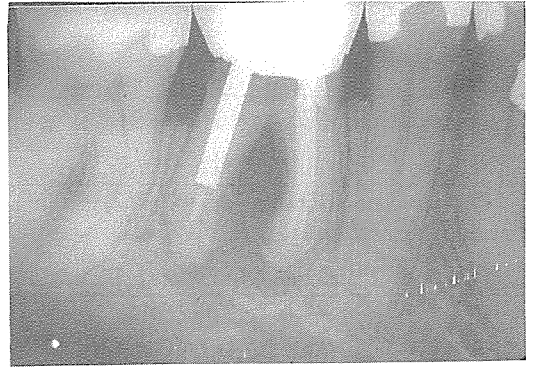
왼쪽 방사선사진에서는 post가 치근벽내에 있는 것처럼 보이지만 실제로는 치근함몰부에 의하여 천공이 된 경우이다.
